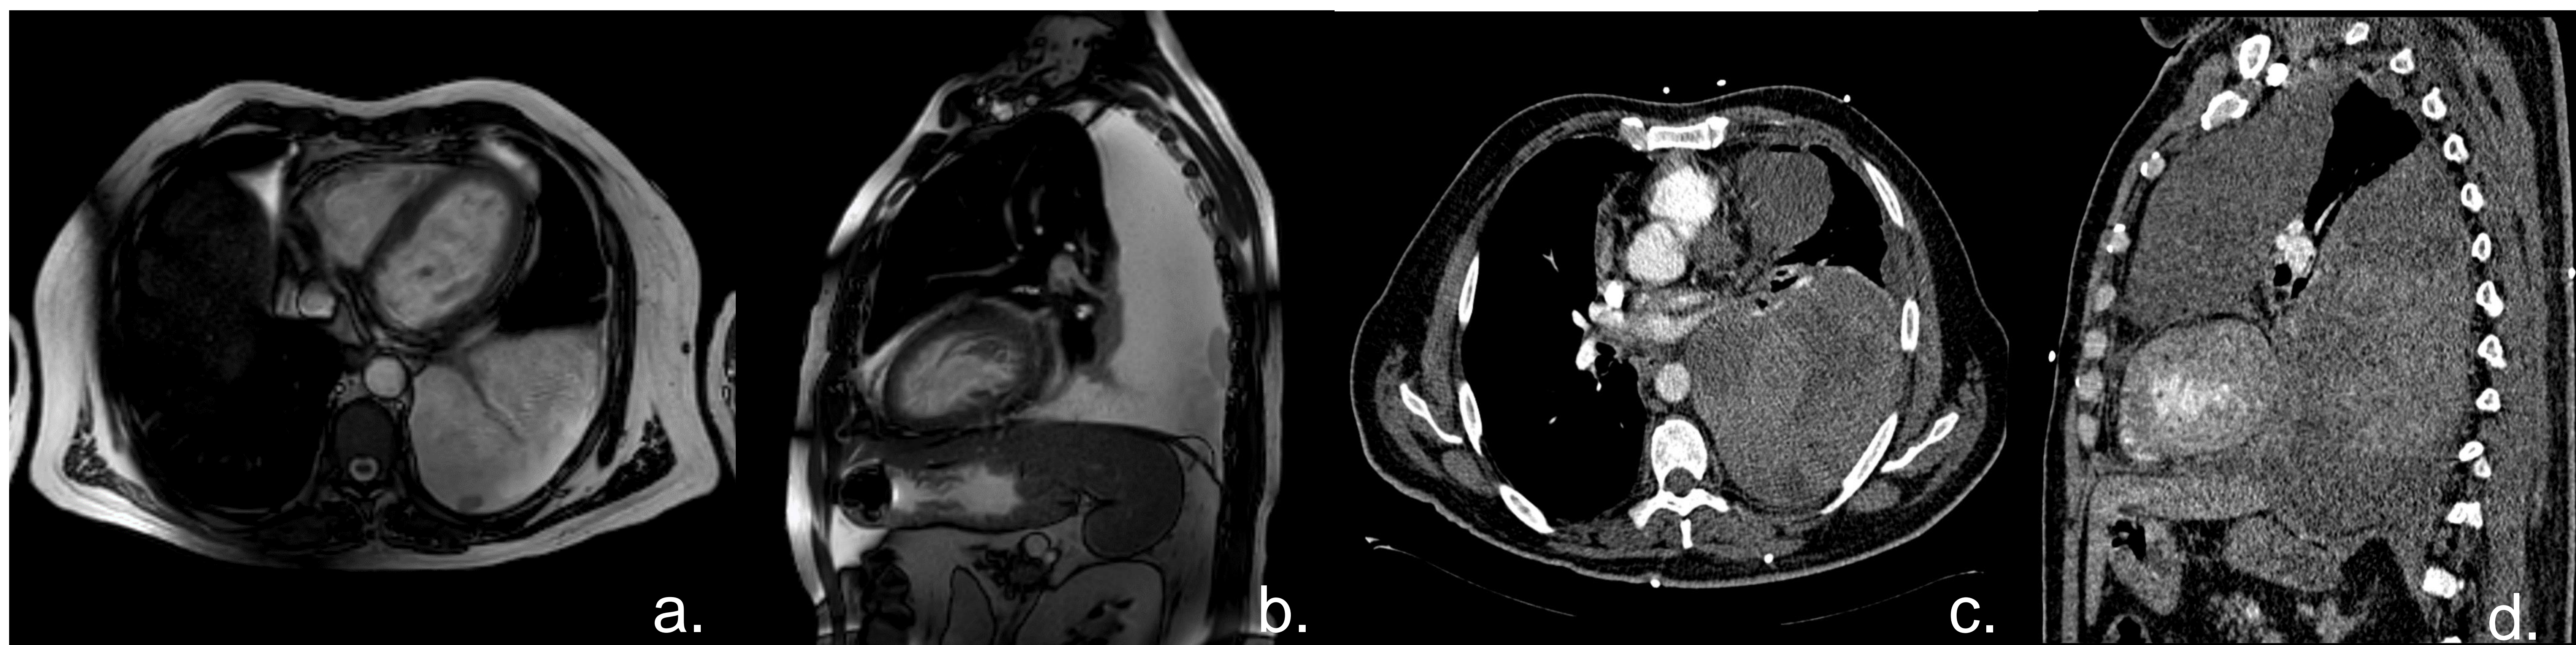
Paciente con LMC ingresa por miopericarditis, presenta en CRM. Localizadores (a) axial y (b) sagital; derrame pleural izquierdo complicado, estudio post toracocentesis. TC tórax con civ (c) axial y (d) sagital presenta derrame pleural de características hemáticas que empeora rápidamente a pesar de tubo de tórax.
